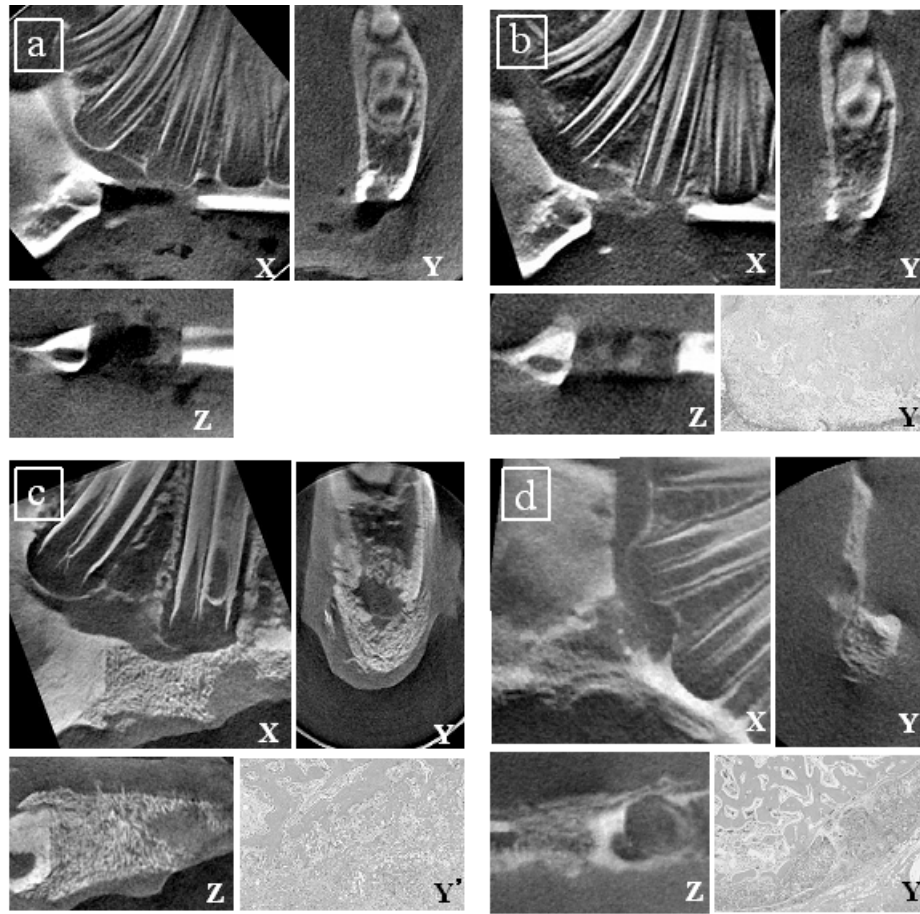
a.X,Y,Z.方向 術直後、マイクロCT観察所見：周辺骨と明らかな境界を示す顎骨下縁から骨髄に達する方形の骨欠損が観察される。 b.X,Y,Z.方向 実験7日後、マイクロCT観察所見：同一個体の同部位において、骨髄側からX線吸収度の上昇が認められ、明らかな骨の添加像を確認することができる。Y' :Y方向同様部位、組織学的観察所見：骨欠損部領域をポリ乳酸グリコール酸共重合体膜で覆った内側から円形や紡錘状の未分化な間葉系細胞の増殖が一部に認められ、骨髄側から間葉系細胞の増殖が認められる。
